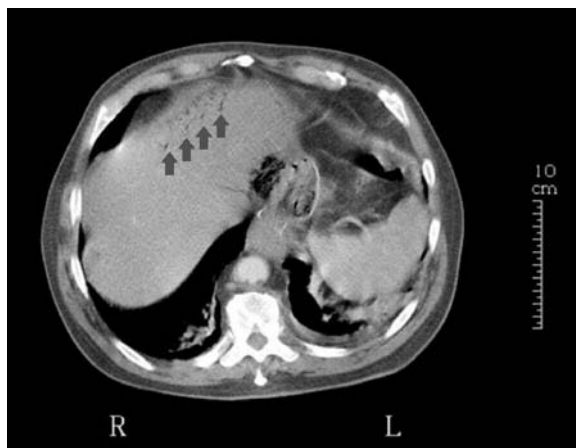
TC pos inyección de contraste yodado, corte axial de 5 mm de espesor, a nivel del abdomen superior: Neumatosis portal en lóbulo izquierdo del hígado (flechas).
